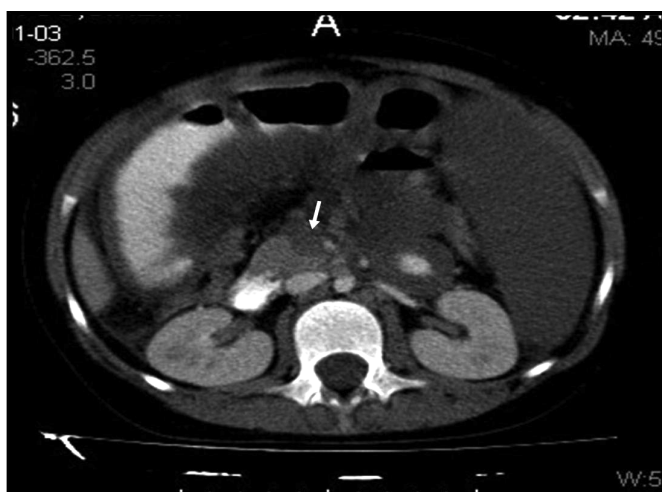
Contrast-enhanced axial CT images of the upper abdomen showing portal vein thrombosis (arrows) extending to the confluence (arrow) and splenic infarct.
